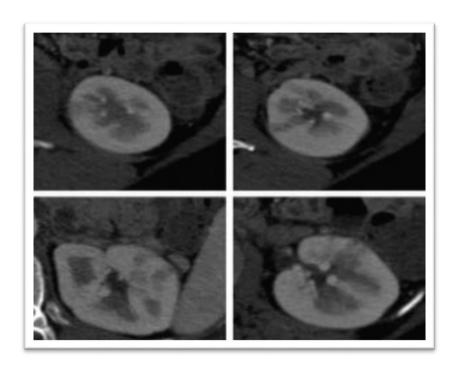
Tomografía computada de cortes axiales. Riñones presentan perdida de la diferenciación cortico-medular.
